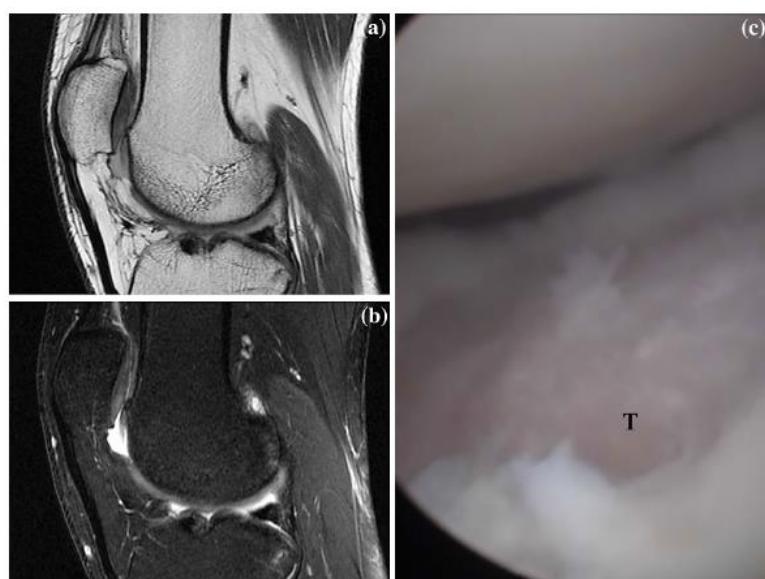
MRI of an ICRS Grade III lesion in the trochlea (a, b), which was confirmed by arthroscopy (c)
